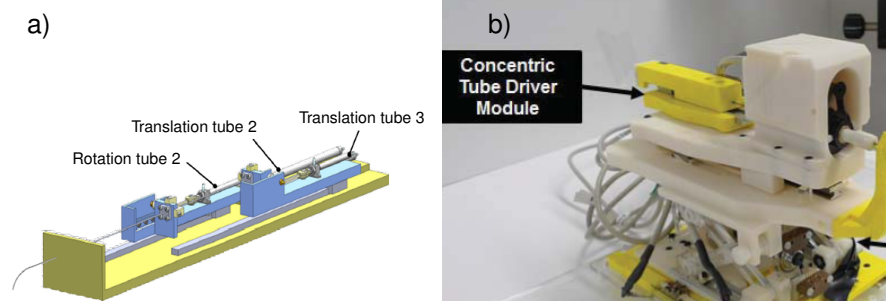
RTC à deux tubes avec une unité d'actionnement a) pneumatique [33] b) piézoélectrique [34] sérielle sans couplage et compatible IRM.
